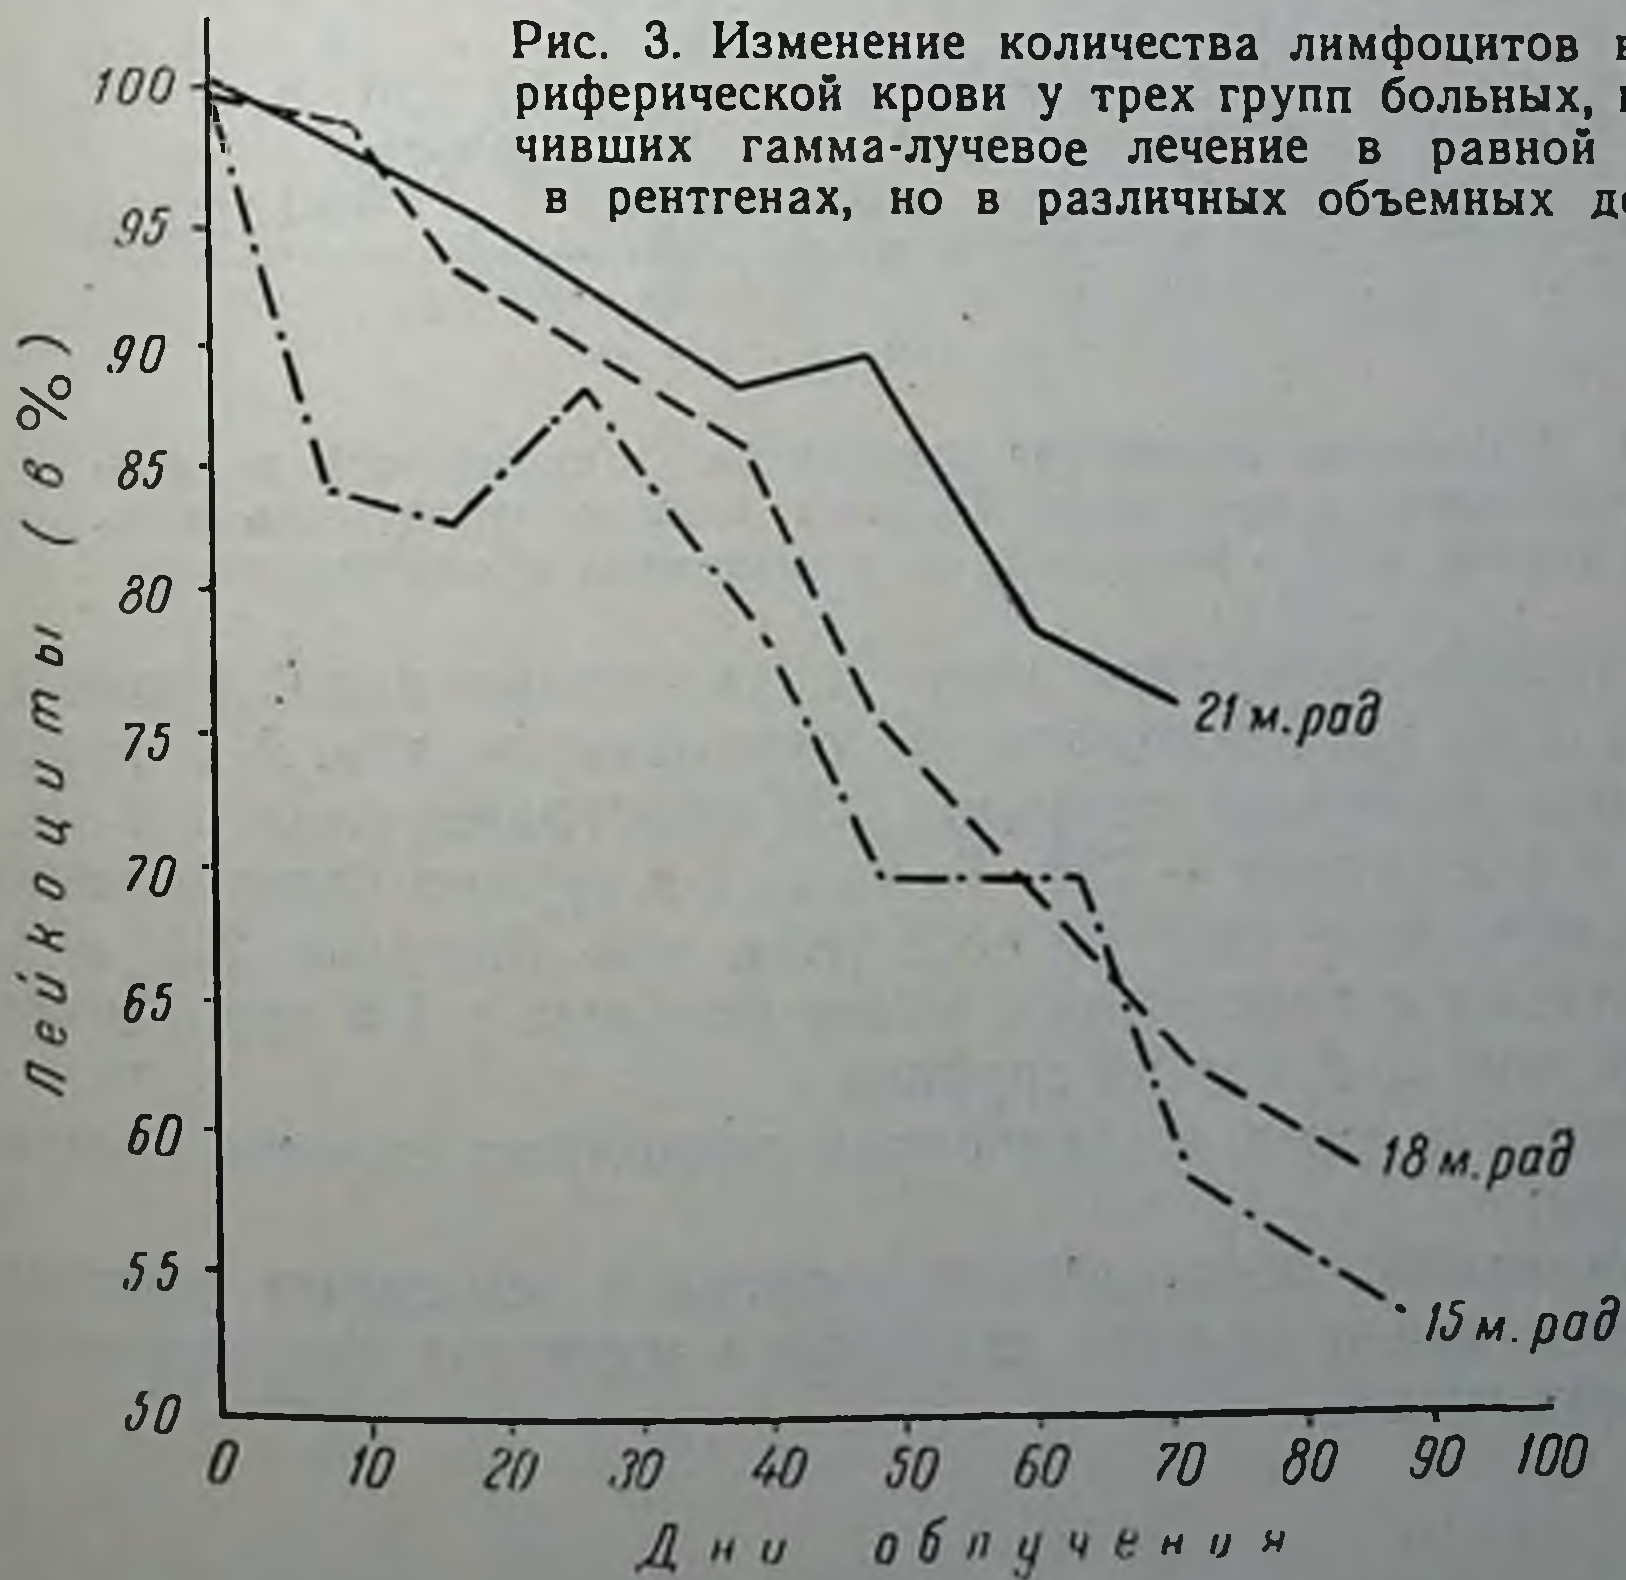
Изменение количества лимфоцитов в периферической крови у трех групп больных, получивших гамма-лучевое лечение в равной дозе в рентгенах, но в различных объемных дозах
